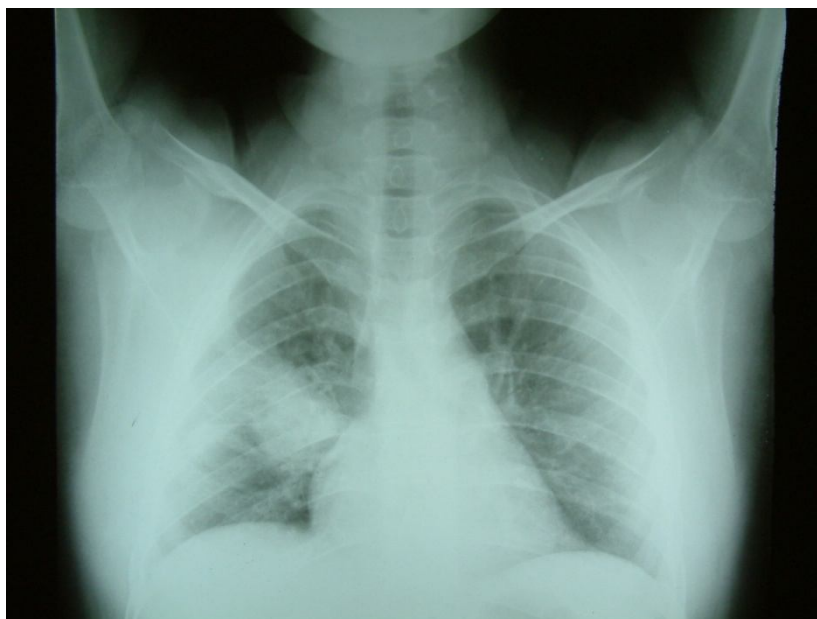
radiographie thoracique du cas n° 13 montrant une opacité para hilaire droite de tonalité hydrique.
